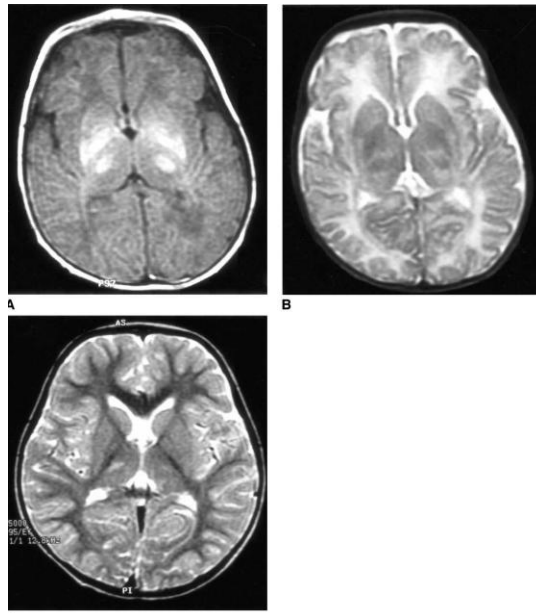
(A) MRI axial în regimul T1, relevă arii hiperintense în talamus și nucleul lenticular, (B) MRI în regimul T2 la același nivel, în aceleași arii se evidențiază hiposemnal. (C) MRI în T2 la 4 ani se înregistrează semnale hiperintense la același nivel.
